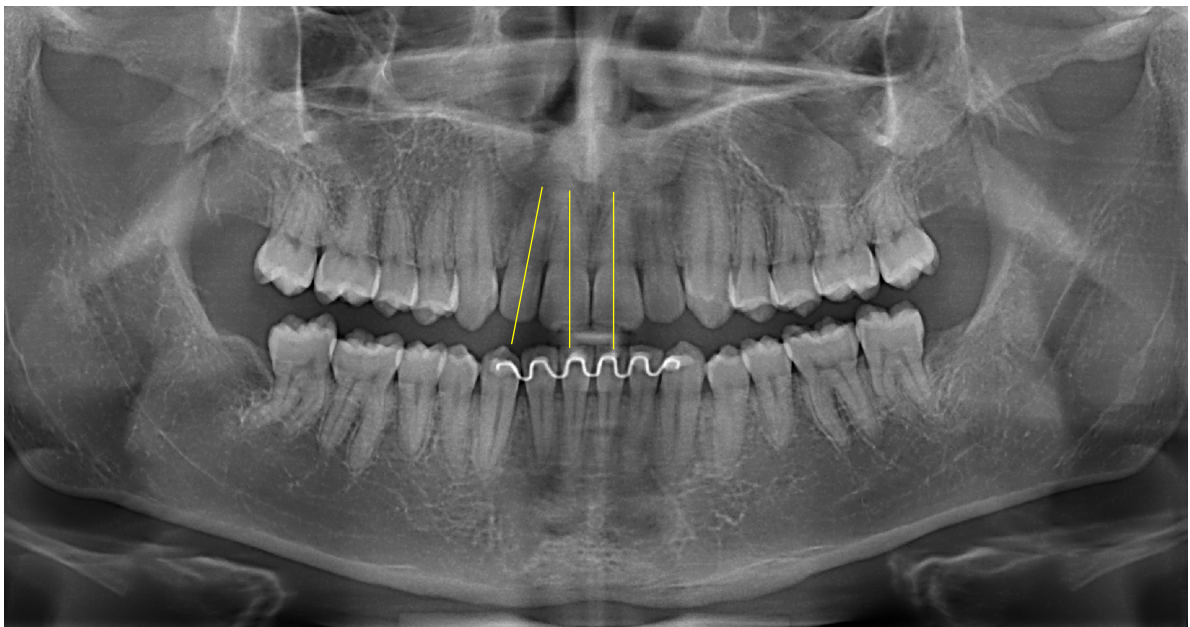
Avaliação do paralelismo radicular por meio da radiografia panorâmica.
